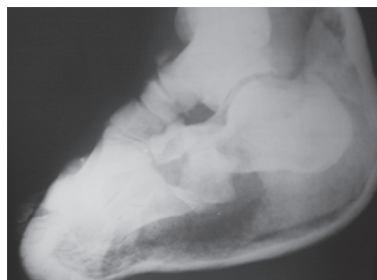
Раненый Б. рентгенограмма, где виден остеомиелит костей стопы, застарелый, не вправленный вывих кубовидной кости стопы
